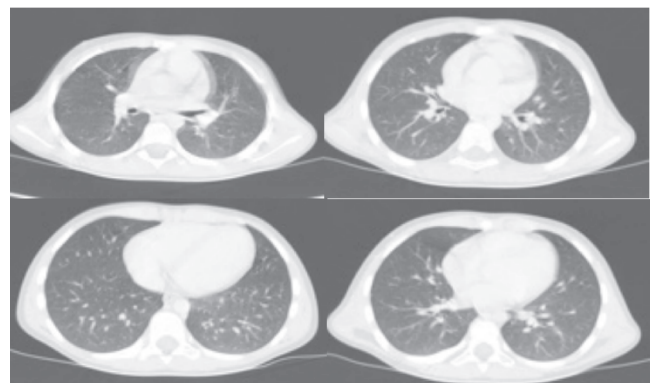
TC Tórax no hallazgos patológico significativo
